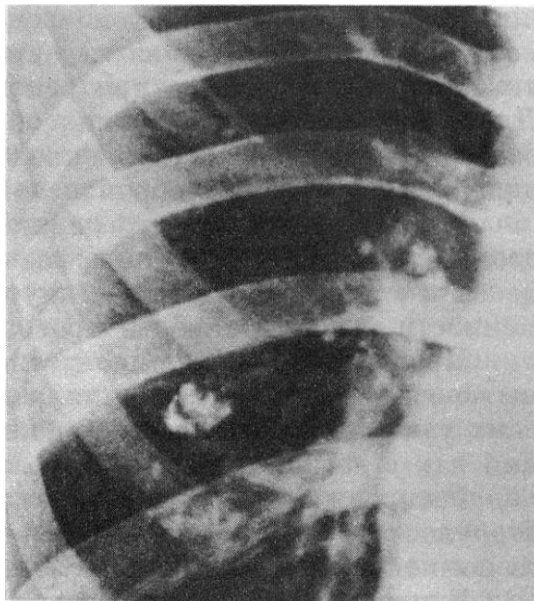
Обзорная рентгенограмма ОГК.
